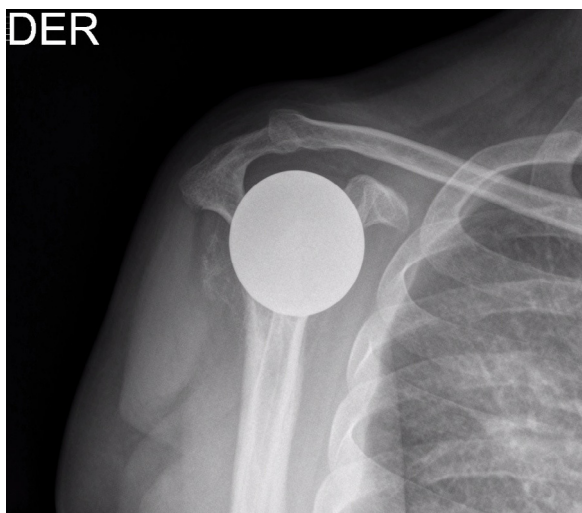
Radiografía del hombro derecho, proyección *out-let*, control postoperatorio a los 18 meses de seguimiento. Se aprecia implante *in situ*.
